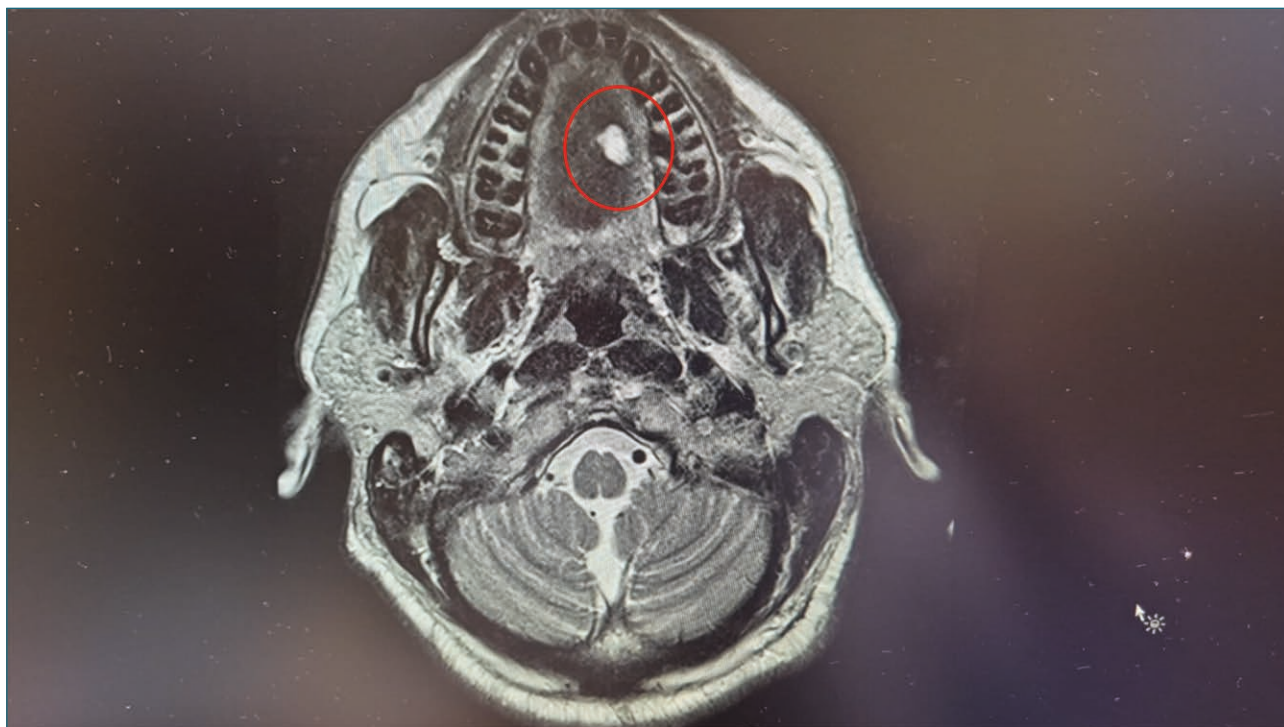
Imagen de RMN de cuello con contraste. Se observa una lesión en margen lateral izquierdo del dorso lingual, de márgenes bien definidos y aspecto nodular. Publicado con el consentimiento del paciente.
